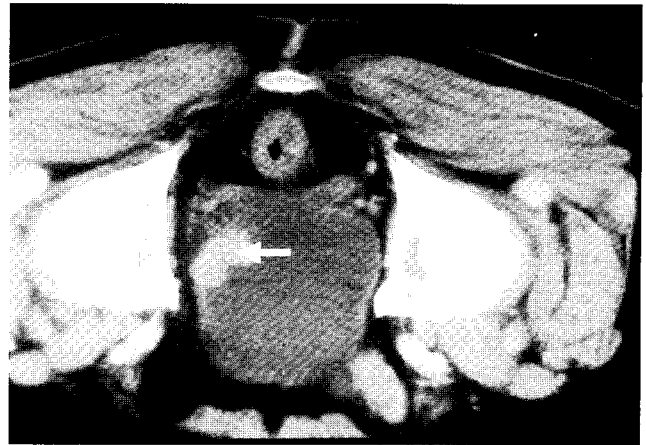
Computerized tomography view: A 2.5×1.5 cm sized mass (arrow) is noted at the left lateral wall of the urinary bladder.
